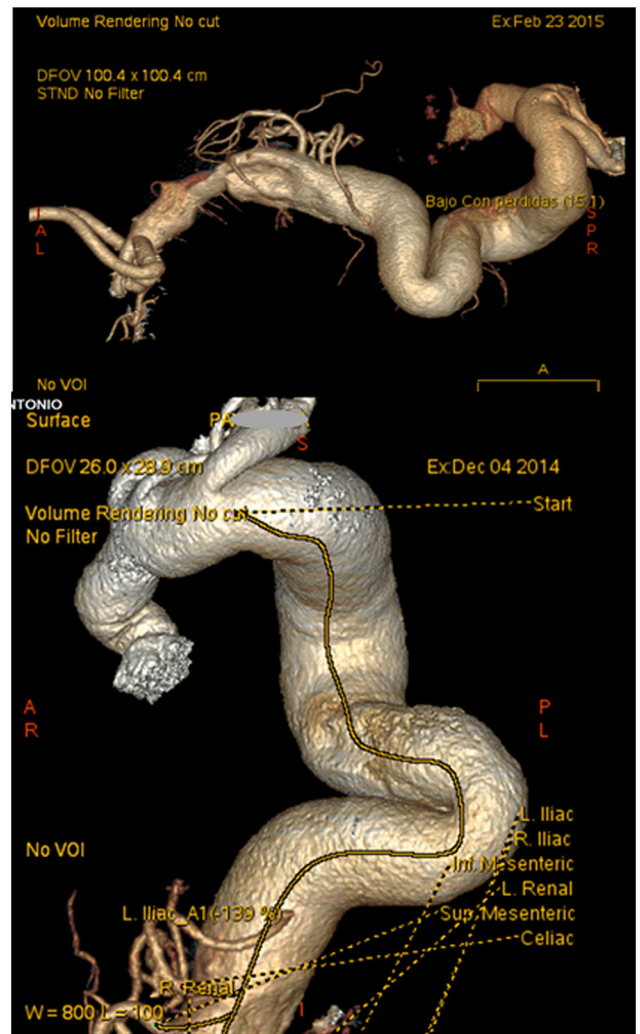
La a menudo compleja configuración tridimensional de los aneurismas toracoabdominales justifica que su diagnóstico y la evaluación de la estrategia terapéutica se beneficien de técnicas como el angio-TAC y la angio-RM que permiten una exploración integral, tridimensional y detallada de la aorta y de sus ramas principales.
